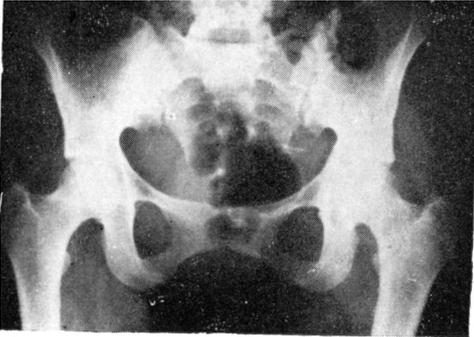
b y c. — Radiografía anteroposterior de pelvis, que no muestra ninguna alteración.
